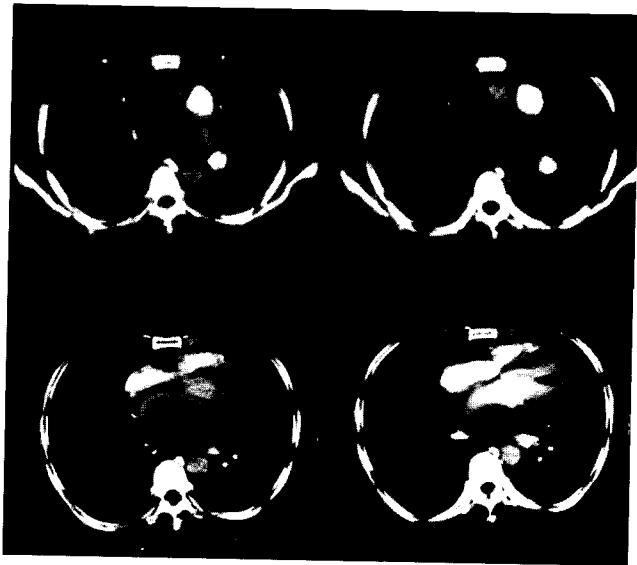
Preoperative chest CT
